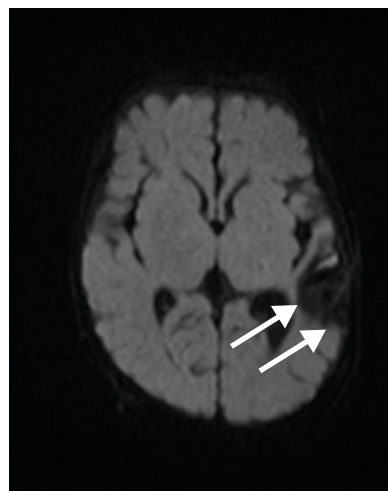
Brain magnetic resonance diffusion scan at 3 months of age, 2 months after treatment. It showed old infarcts with more cystic changes at left frontotemporoparietal lobes (arrow).
